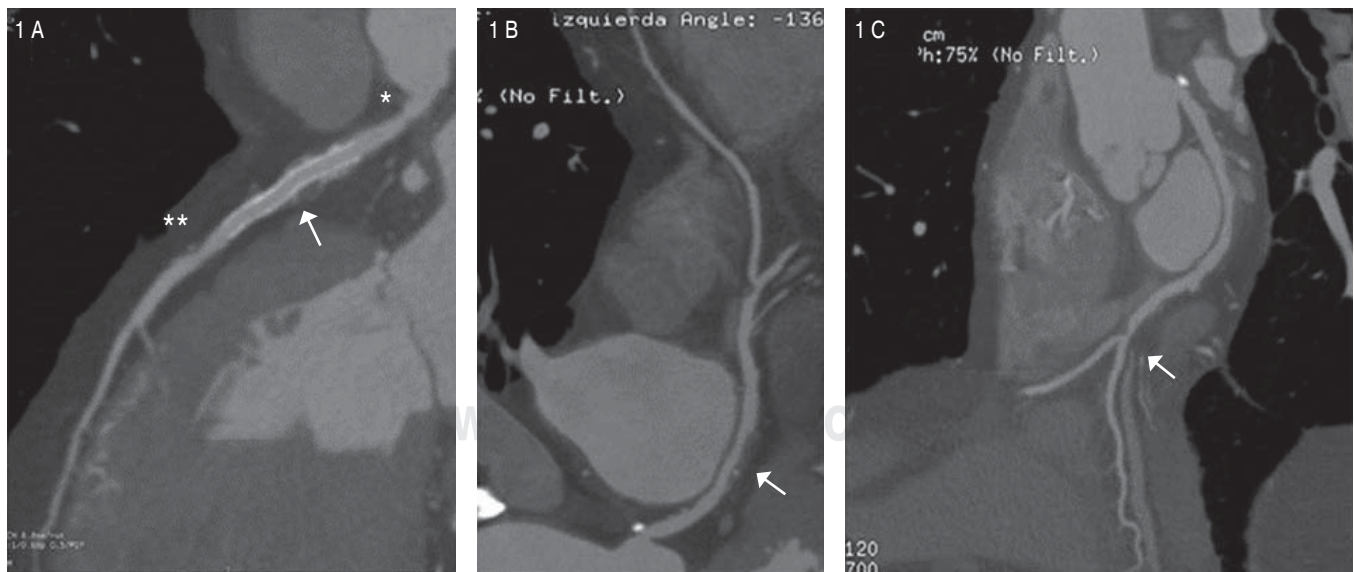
Arteria coronaria izquierda única demostrada mediante la angiotomografía coronaria. 1 A. Se demuestran en la descendente anterior 32 mm cubiertos por *stent* y sin lesiones (flecha); en el *ostium* existe una placa con obstrucción no significativa (*) y distal al *stent* existe otra pequeña placa calcificada con obstrucción no significativa (). 1 B. Se demuestra en el tercio proximal de la arteria circunfleja una placa larga con remodelación positiva, calcificaciones en parches y obstrucción no significativa (flecha). 1 C. Se identifica una placa ateromatosa con obstrucción significativa en la cruz del corazón (flecha).
